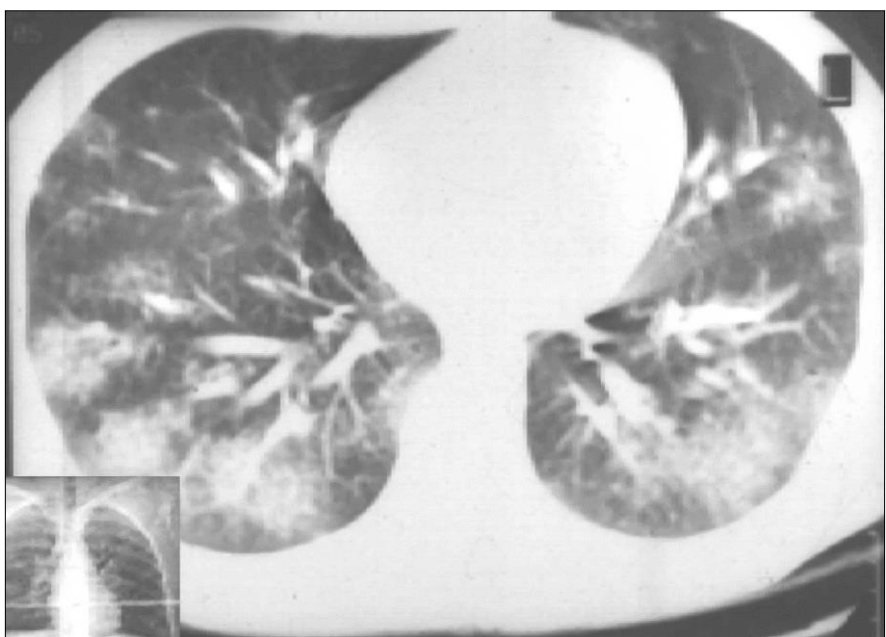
КТ органов грудной полости (нижние зоны легких) больного ХЛЛ (III группа). Преимущественно облаковидные инфильтраты в паренхиме обоих легких.
